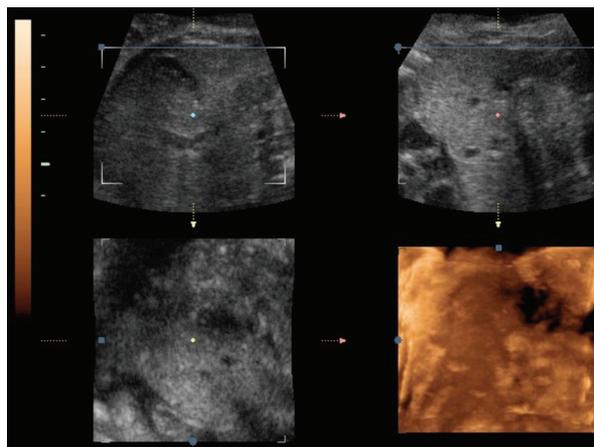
Ecografía 3D multiplanar. Obtención del volumen.
